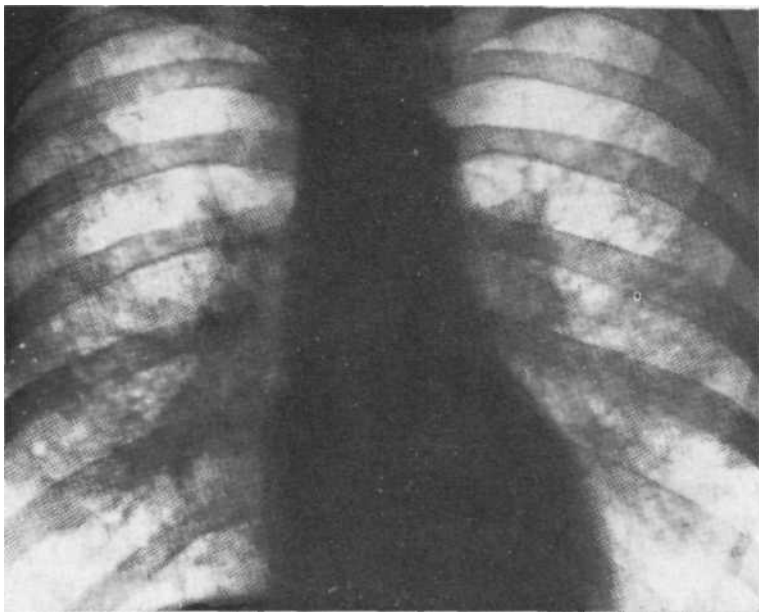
Обзорная рентгенограмма. Гистиоцитоз X. Усиление и деформация рисунка, сотовая перестройка в средних зонах. Заболевание выявлено при флюорографии. Биопсия легкого и лимфатических узлов.
